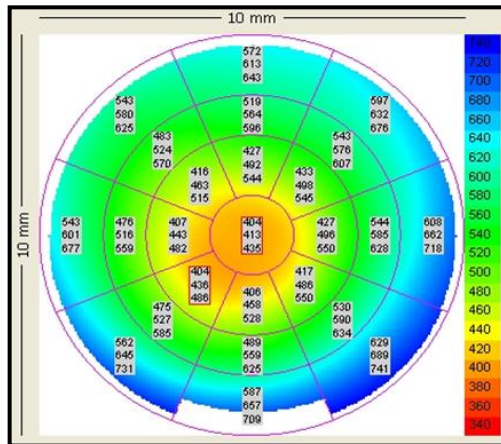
Mapa paquimétrico generado por tomografía de coherencia óptica.
